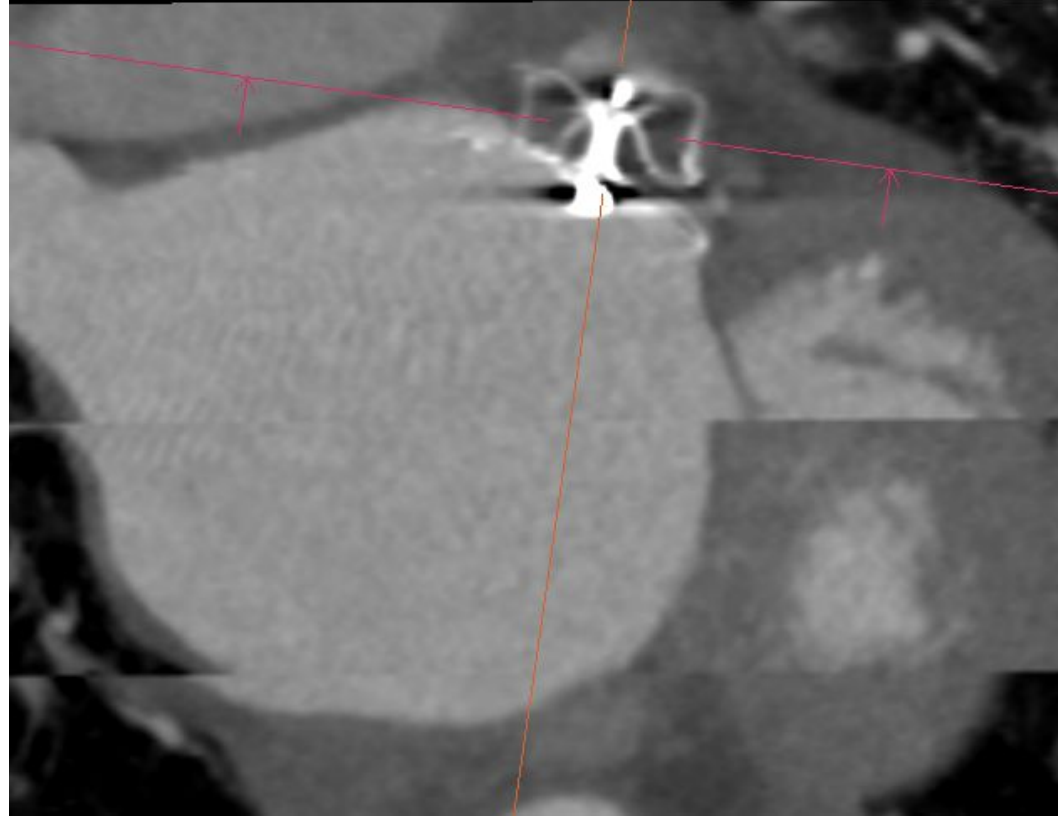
Corte coronal ortogonal (reconstrucción MPR) siguiendo el eje del dispositivo de cierre de la orejuela en tomografía computarizada cardíaca con sincronización cardíaca. Paciente del HUPR.
